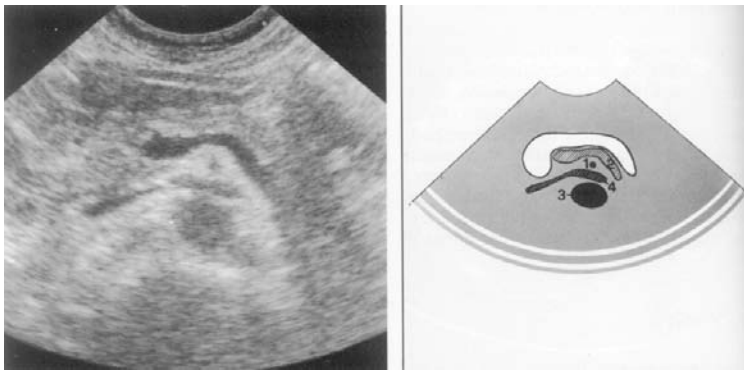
Aspect normal ultrasonografic al pancreasului
